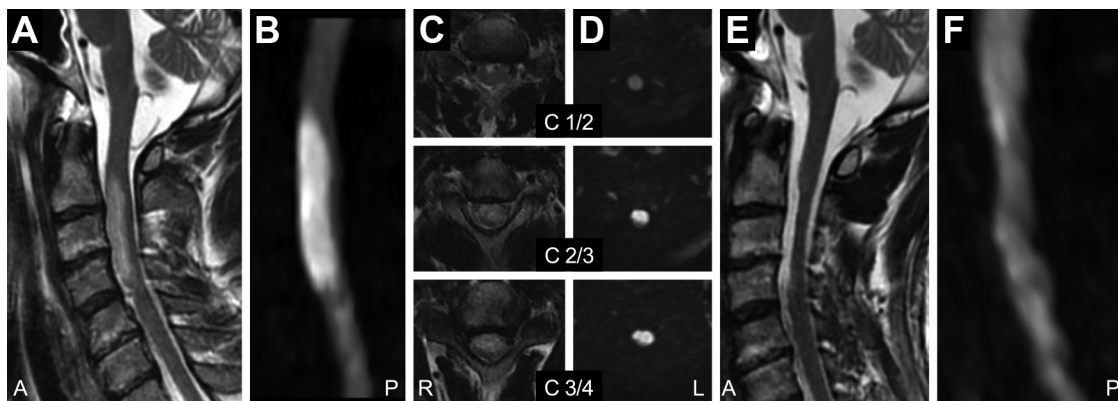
1.5 T (Tesla) MRI findings on day 2 (A–D), and day 51 (E, F) after admission.
